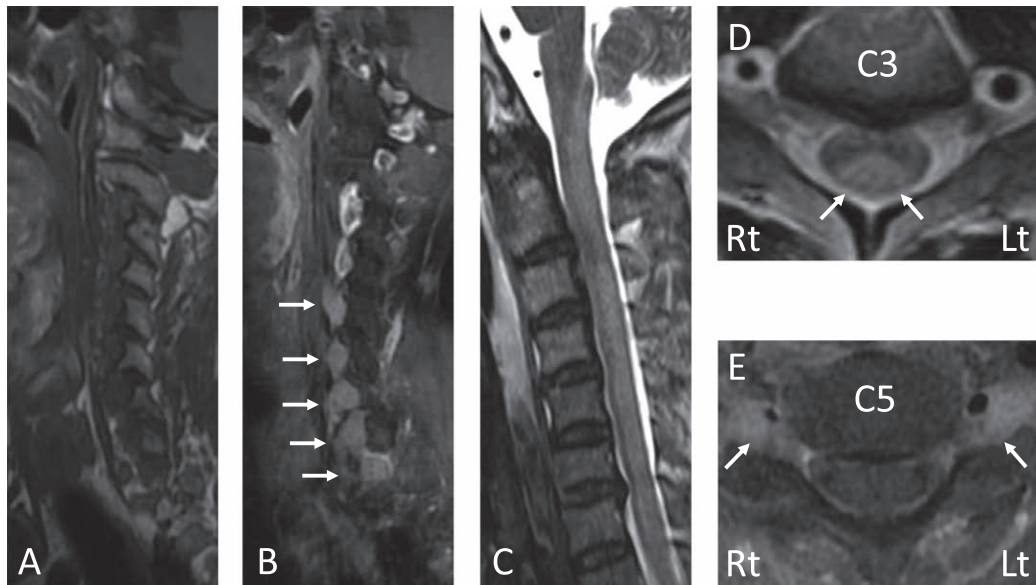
Cervical MRI findings.
